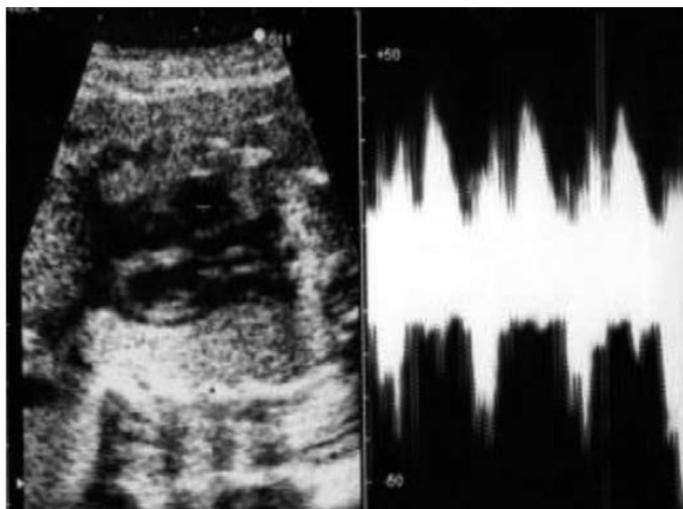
Campionamento del Doppler pulsato in una scansione 5 camere.
